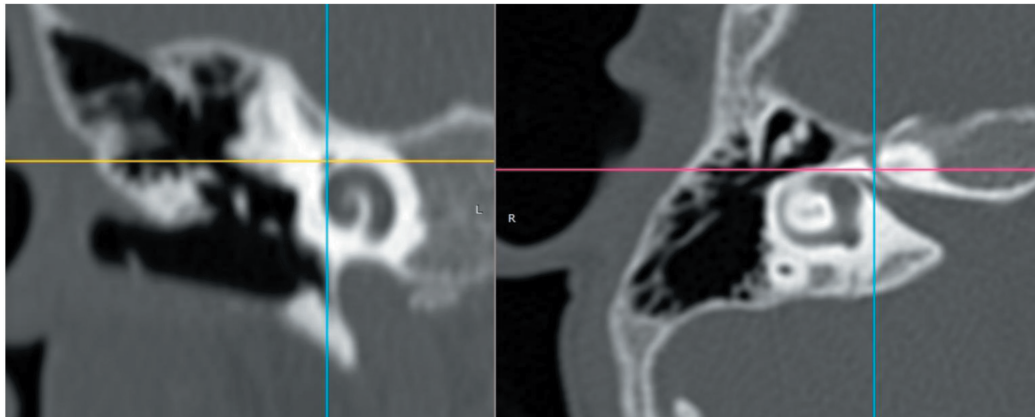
КТ-картина близкого расположения лицевого нерва
